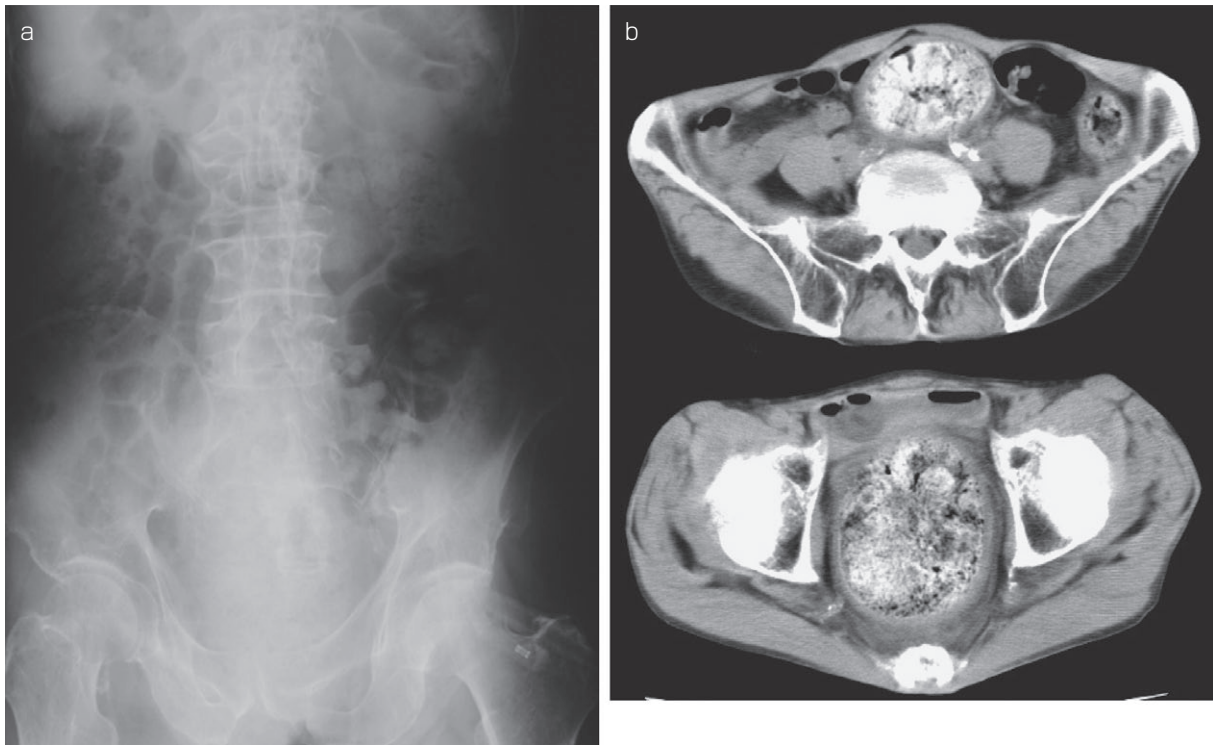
Abdominal X-ray film (a) and CT (b) on admission
